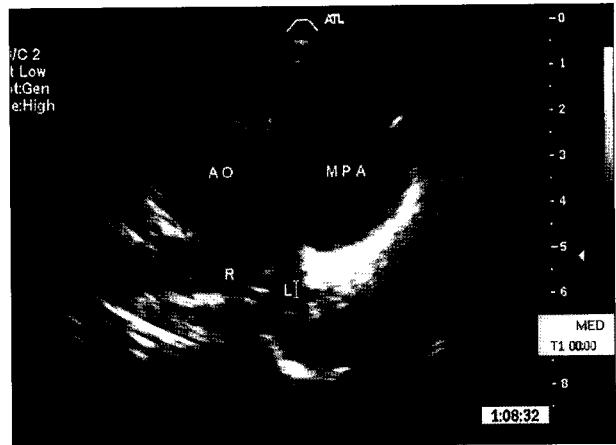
Postoperative 2D echocardiogram 20 months after operation. Parasternal short axis view shows that dilatation of MPA without obstructions to the pulmonary arteries. Ao=ascending aorta; MPA=main pulmonary artery; R=right pulmonary artery; L=left pulmonary artery.
